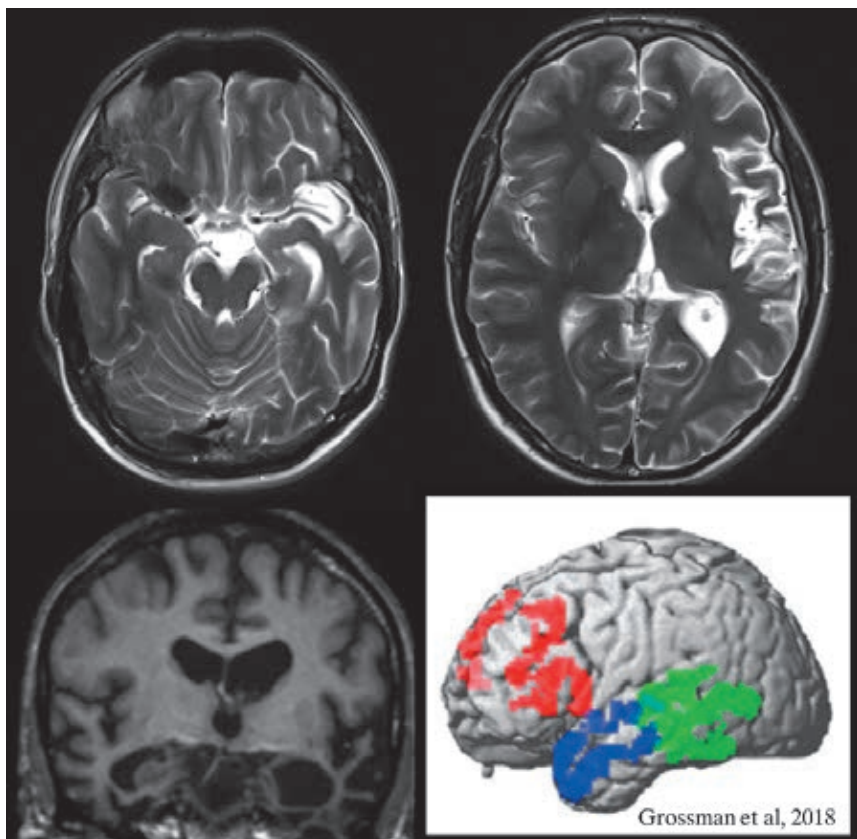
МРТ-изображения головного мозга пациентки 1981 г.р. с первичной прогрессирующей афазией (ППА): отмечается выраженная асимметричная, преимущественно слева, атрофия височной и лобной долей. Пояснения в тексте
